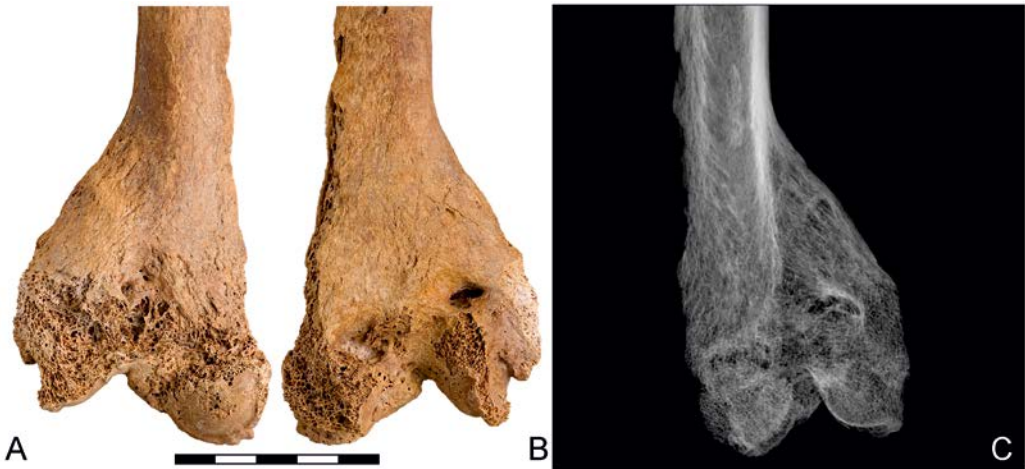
Bruckneudorf Grab 4329. Vorder (A)- und Rückansicht (B) einer komplexen Fraktur am linken distalen Humerus eines 50–60-jährigen, unsicher bestimmten Mannes. Oberhalb des distalen Gelenks ist dorsal eine kleine Lochbildung sichtbar. C: Röntgenbild (Fotos: Wolfgang Reichmann, NHMW).
